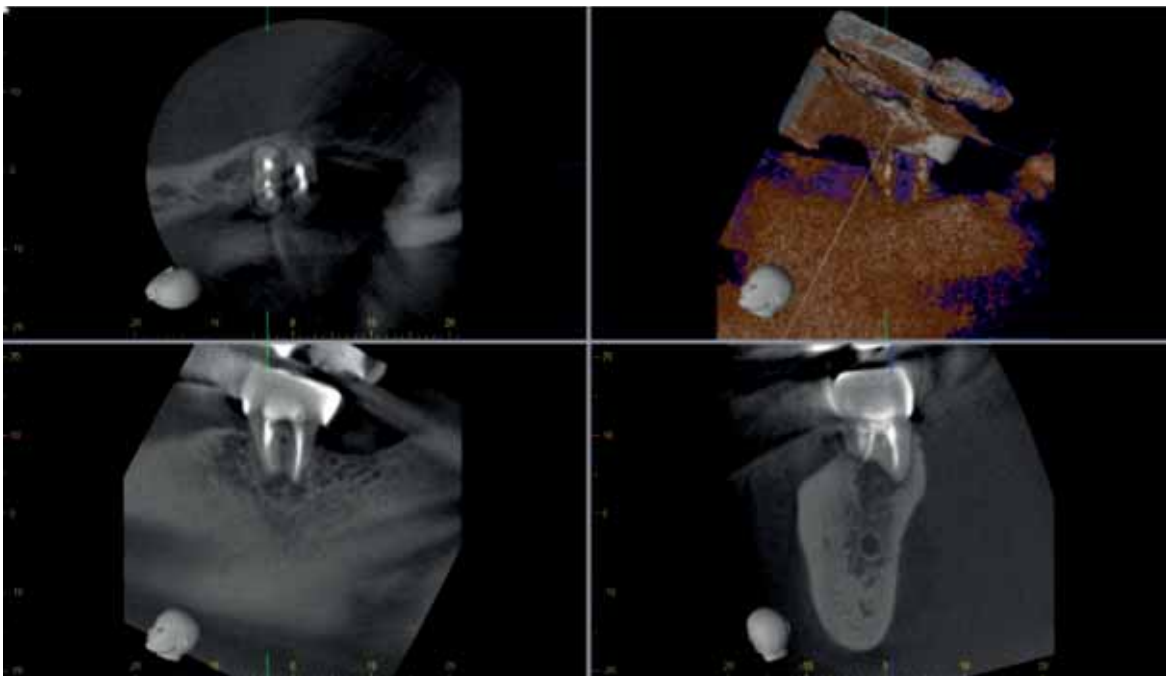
CBCT la 1 an a dintelui 38. Secțiune axială, reconstrucție tridimensională, secțiune sagitală, secțiune coronală
